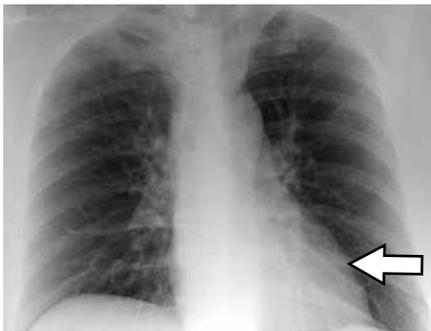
Error cometido durante la integración psíquica, categoría Ilusiones. En esta radiografía AP de tórax se ve la banda Mach adyacente al borde izquierdo del corazón (flecha) que fue interpretada como neumomediastino.
